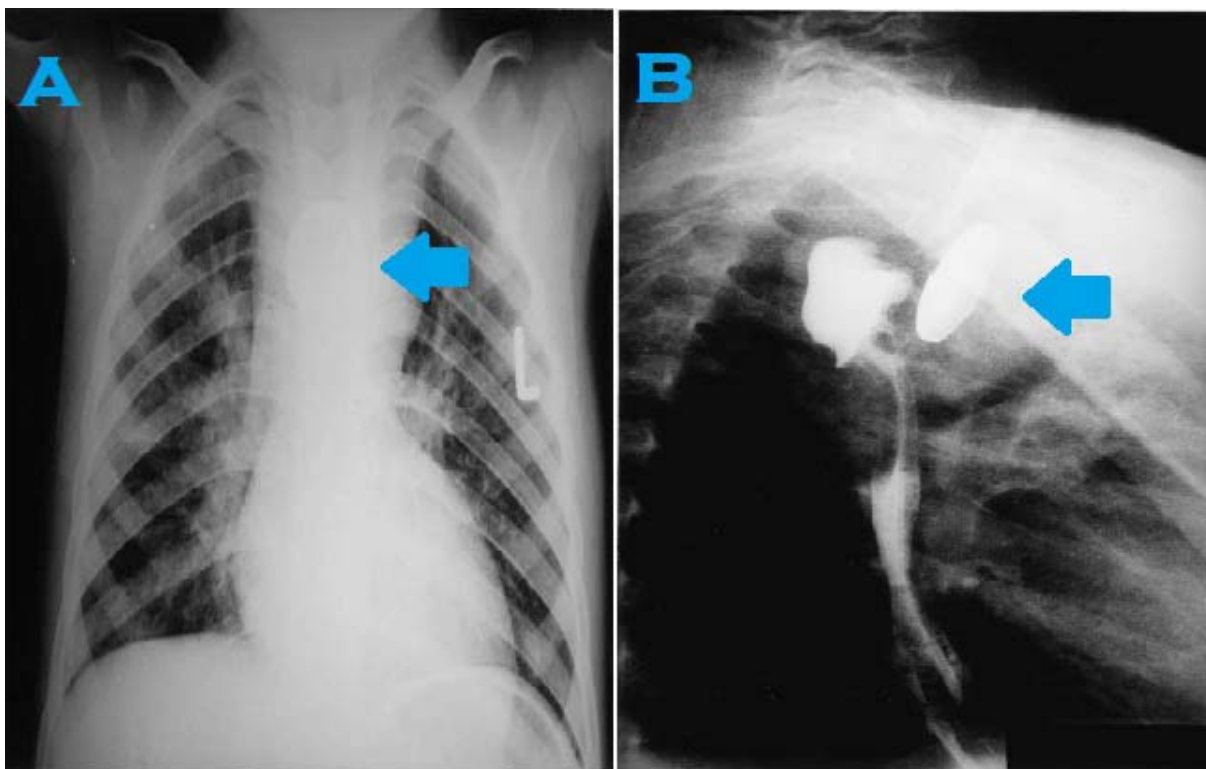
A) Radiographie du thorax montrant le corps étranger avec élargissement médiastinal. B) Oesophagogramme avec un corps étranger évident à l'extérieur de la lumière œsophagienne [44].
